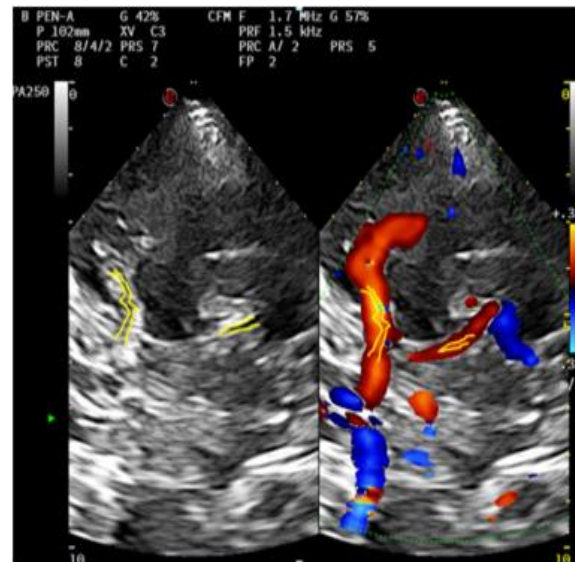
Transcranial Color Coded Doppler, left temporal window, axial access. Left: B-Mode imaging. Typical morphology of the proximal middle cerebral artery (M1) and proximal posterior cerebral artery (P1) can be clearly detected. Right: Color Coded Doppler study. B-mode images are overestimated versus to the real diameter of the vessel lumen.
